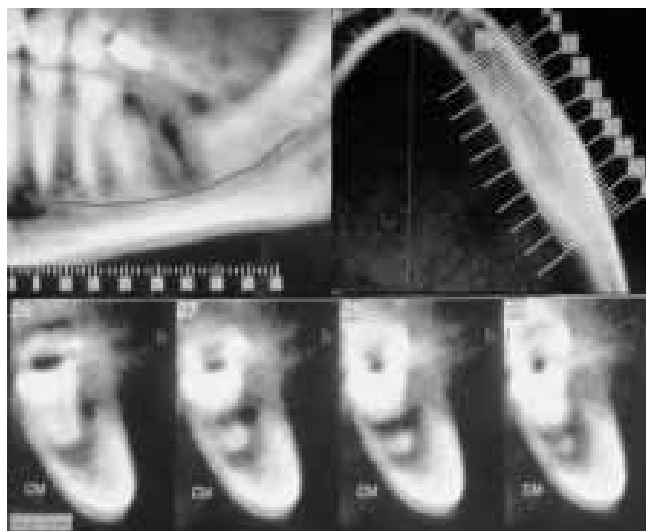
Mandibular axial images and sagittal-oblique reconstructions and PANOREX with cone beam computed tomography (CBCT).
